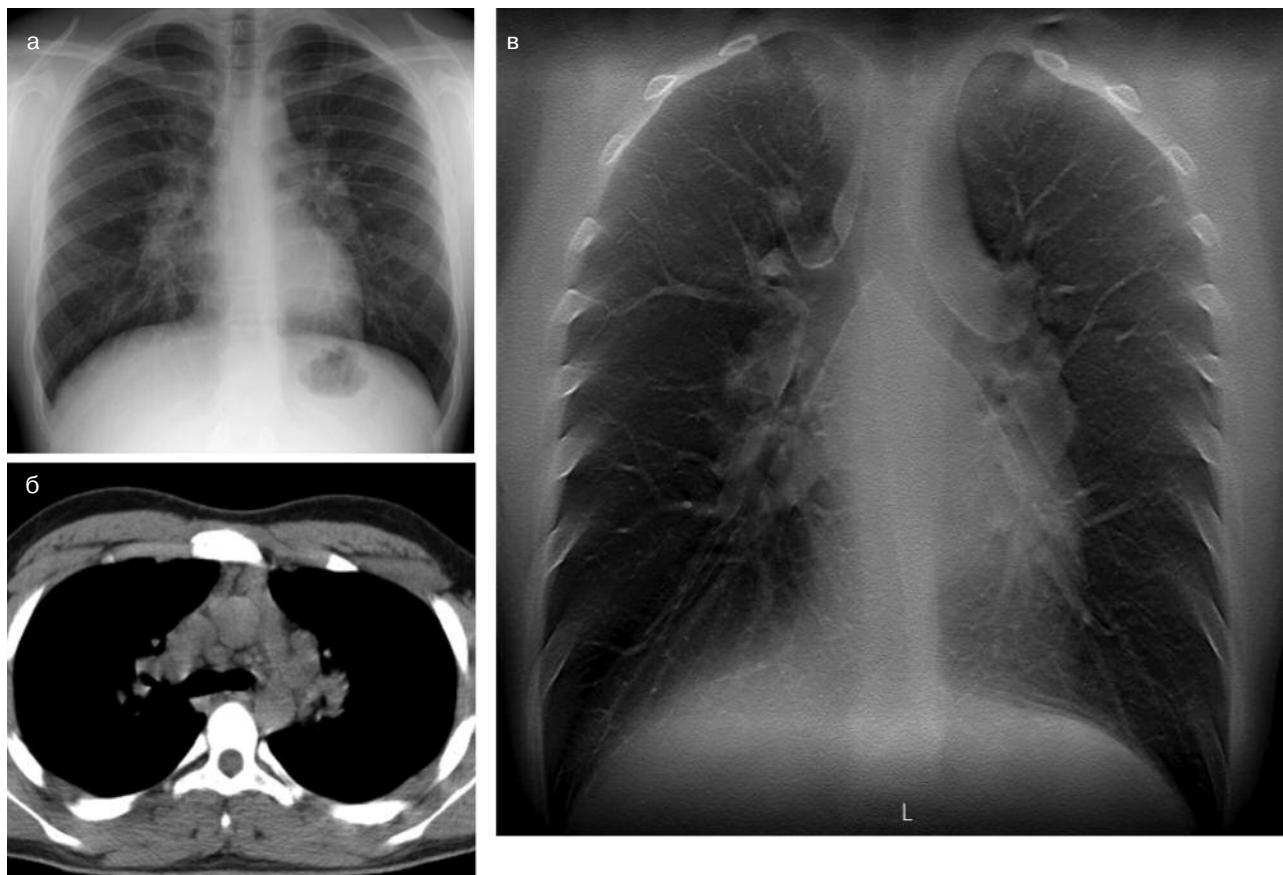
Саркоїдоз внутрішньолегеневих лімфовузлів: цифрові зображення легень, отримані за допомогою рентгенорфії (а), комп'ютерної томографії (б) та томосинтезу (в)
